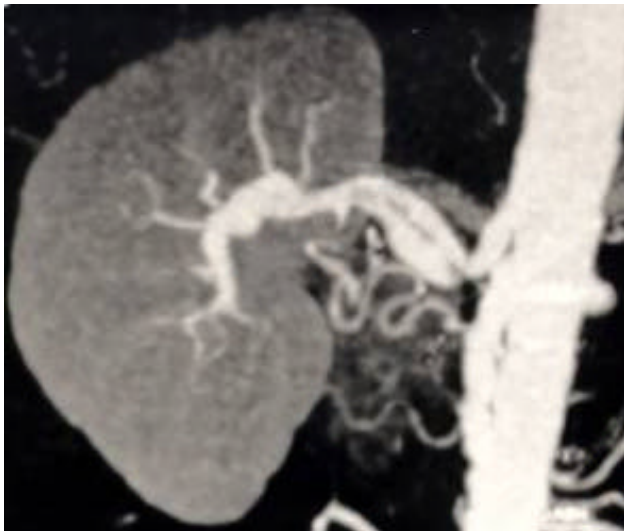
Dissection de l'artère rénale droite sur rein unique, objectivée par angio IRM.
